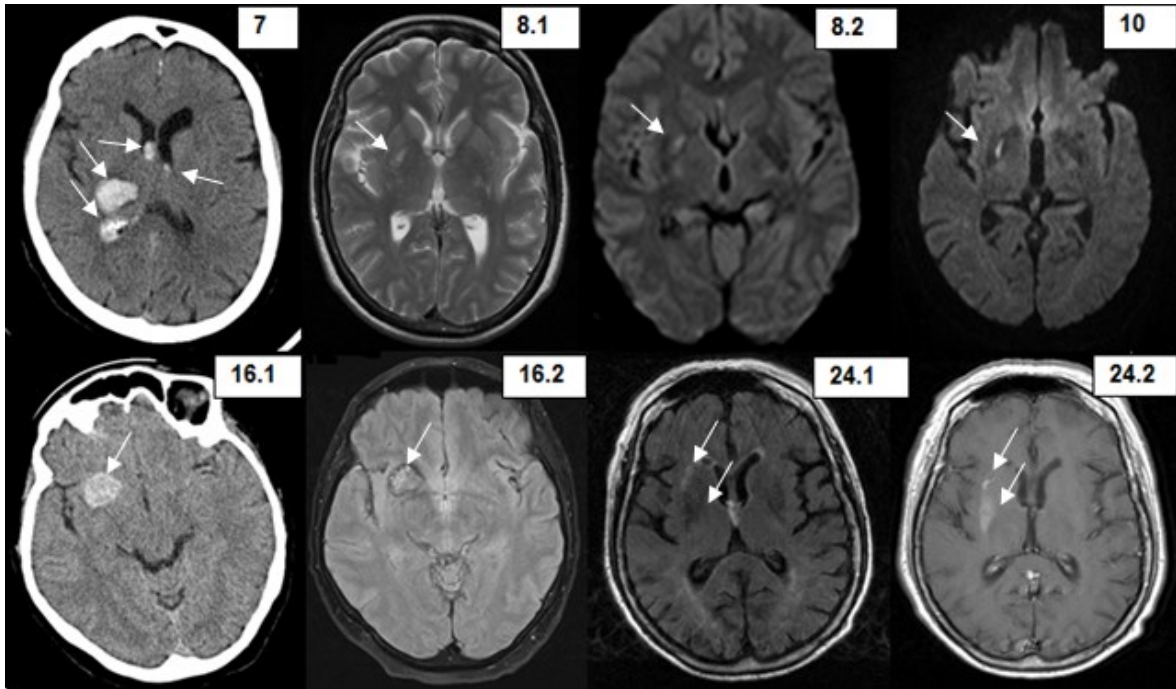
Die Bilder zeigen die Läsionen, welche mögliche Auslöser der HBHC sind. Die Läsionen sind mit Pfeilen markiert. Die Nummern stehen für die Patientenidentifikation. 7: CCT; 8.1: T2-gewichtetes MRI, 8.2: DWI; 10: DWI; 16.1: CCT, 16.2: FLAIR; 24.1:FLAIR, 24.2: Gadolinium-verstärkte T1-gewichtete MRI;
